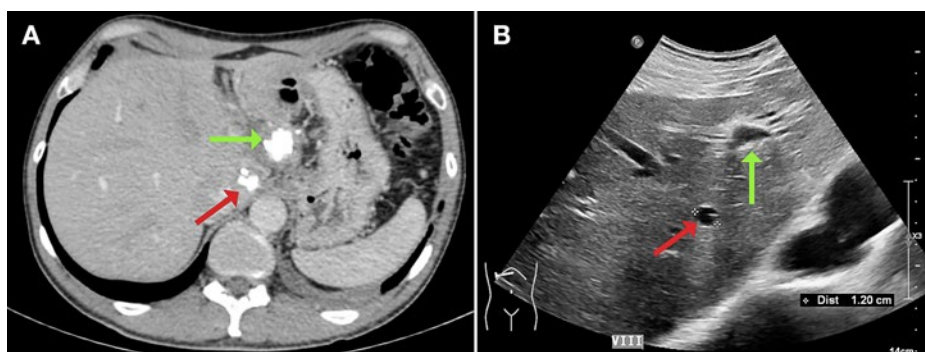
A) Angio-scanner thoracique (coupe axiale) et B) échographie abdominale avec des nodules calcifiés du segment hépatique I (flèche rouge) et III (flèche verte).
